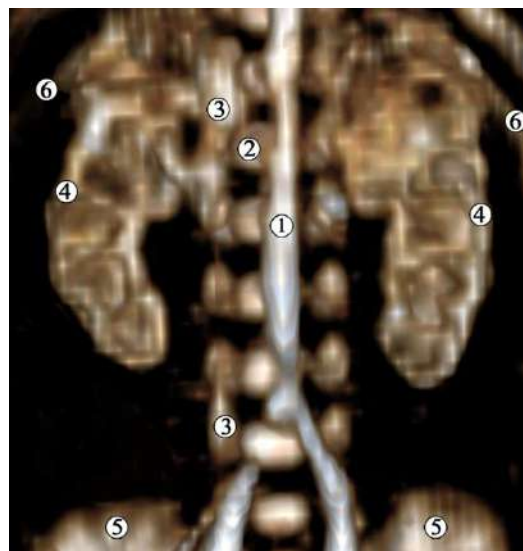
Комп'ютерна томограма 6-місячного плода людини 195,0 мм ТКД. Контрастування кровоносних судин. Передня проекція. Зб. x2:
